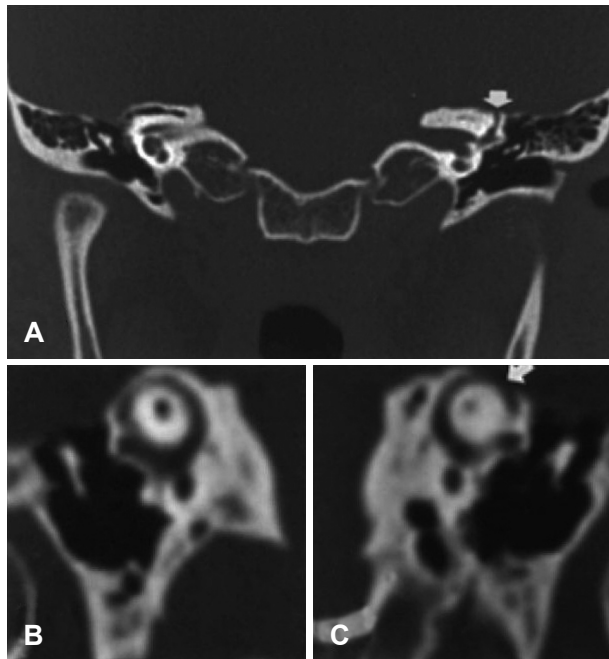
Coronal (A) and reconstructed (in the plane of the superior semicircular canal) oblique image of temporal bone CT (B and C). Note normal right superior semicircular canal without bony dehiscence on oblique image reconstructed in the plane of right superior semicircular canal (B). A bony dehiscence of the left superior canal (arrow) facing middle cranial fossa dura is indicated (C).
